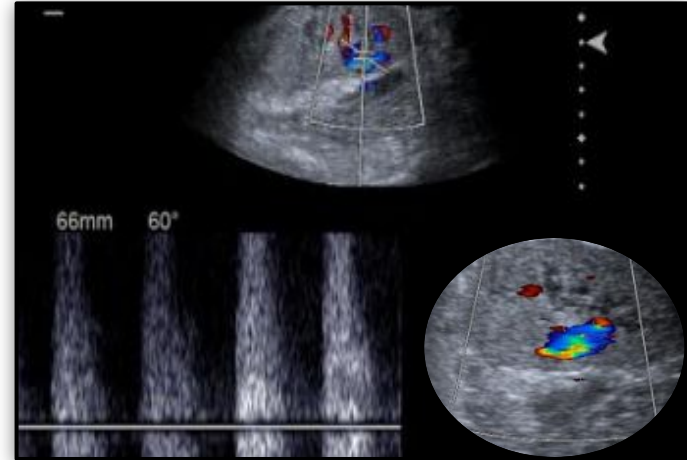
Fístula arteriovenosa del injerto renal. (A) Ecografía Doppler que muestra comunicación arteriovenosa intrarrenal, con flujo turbulento y patrón Doppler característico de baja resistencia y alta velocidad. (B) Arteriografía selectiva que confirma la fístula arteriovenosa, tratada mediante embolización endovascular, con exclusión del shunt y preservación de la perfusión del parénquima renal.
